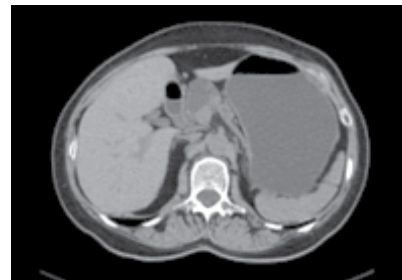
Tomografía Axial Computarizada que muestra neoplasia papilar intraductal (TIMP).
